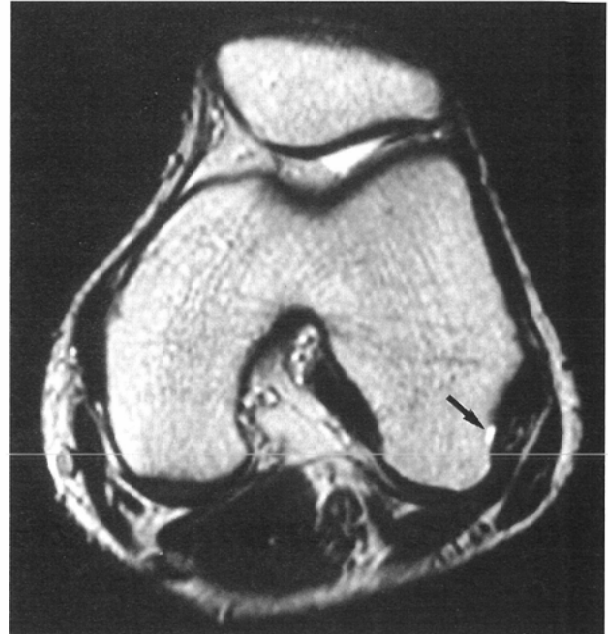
Axial MR image of a 31-year-old woman with knee pain. Individual bundles of the LCL and popliteal tendon cannot be identified. Fluid collection posterior to the femoral attachment of the popliteal tendon is seen (arrow).
